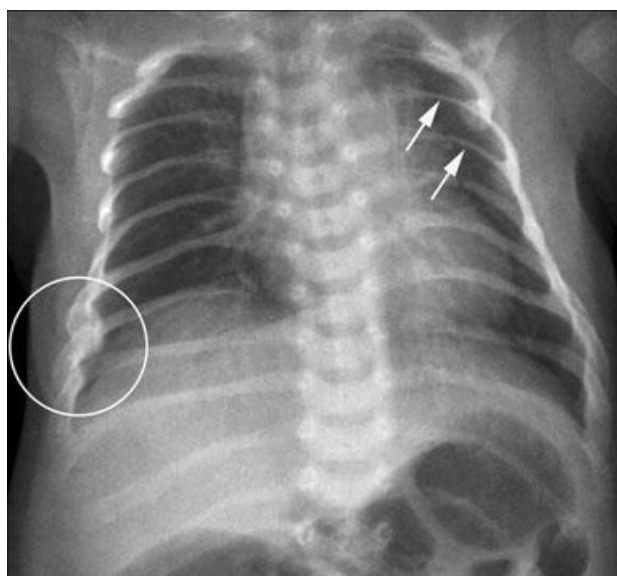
Radiografia antero-posterior do tórax de uma criança com OI, costelas posteriores delgadas (setas), associados a fraturas com formação de calos. (20)
